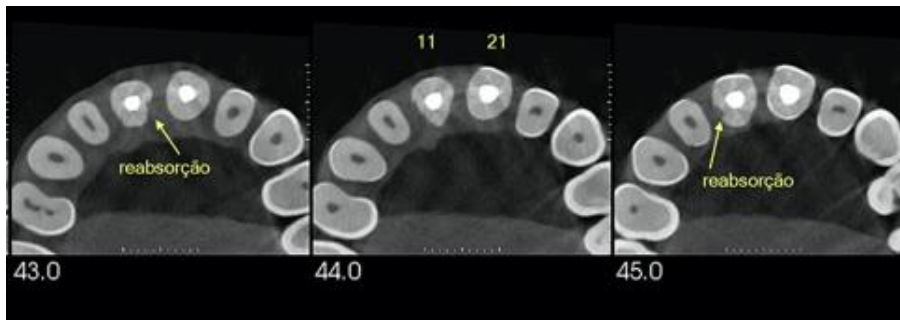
Corte axial tomografia computadorizada 28.09.2020
